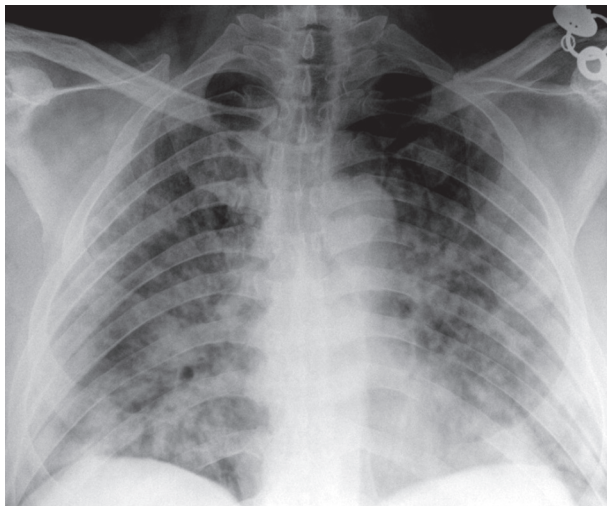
Рентгенограма хворого Л. у прямій проекції
